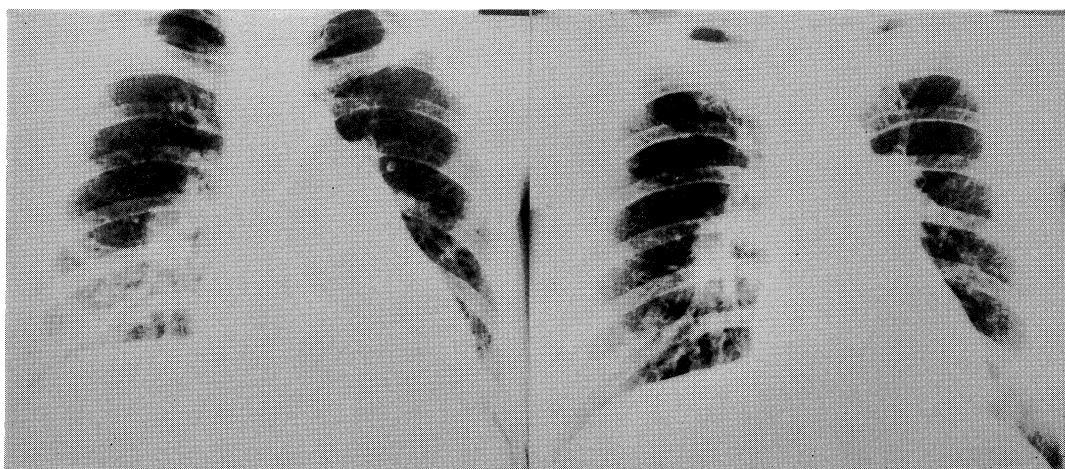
Chest X-ray before (left) and after (right) prednisolone treatment (right).
